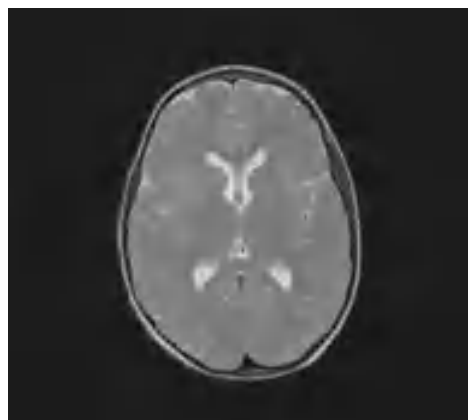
Leukodystrofia z hipomielinizacją, hipodoncją, hipogonadyzmem hipogonadotropowym (zespół 4H) u 17-letniej chorej. Hiperintensywność całej istoty białej oraz jej zmniejszona objętość wskutek braku mielinizacji, w tym niezymielinizowane torebki wewnętrzne oraz nieco poszerzone komory boczne. RM T2-zależny.
